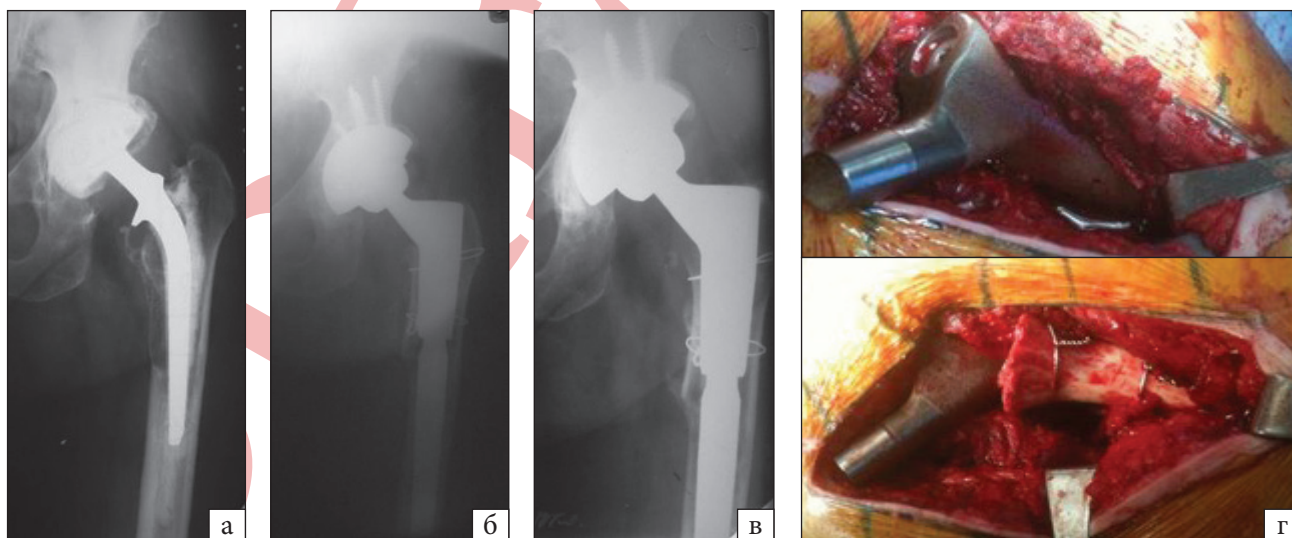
Клінічний приклад. Пацієнт Ф., 67 років: дефект типу III B за Paprosky (а), рентгенограми одразу після операції (б) та
